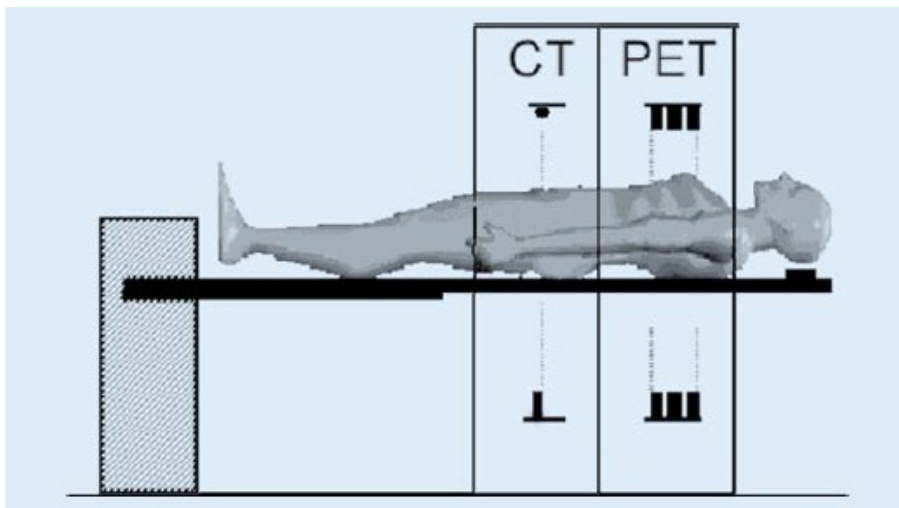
Anordnung eines PET/CT Scanners (Antoch G., 2004)
